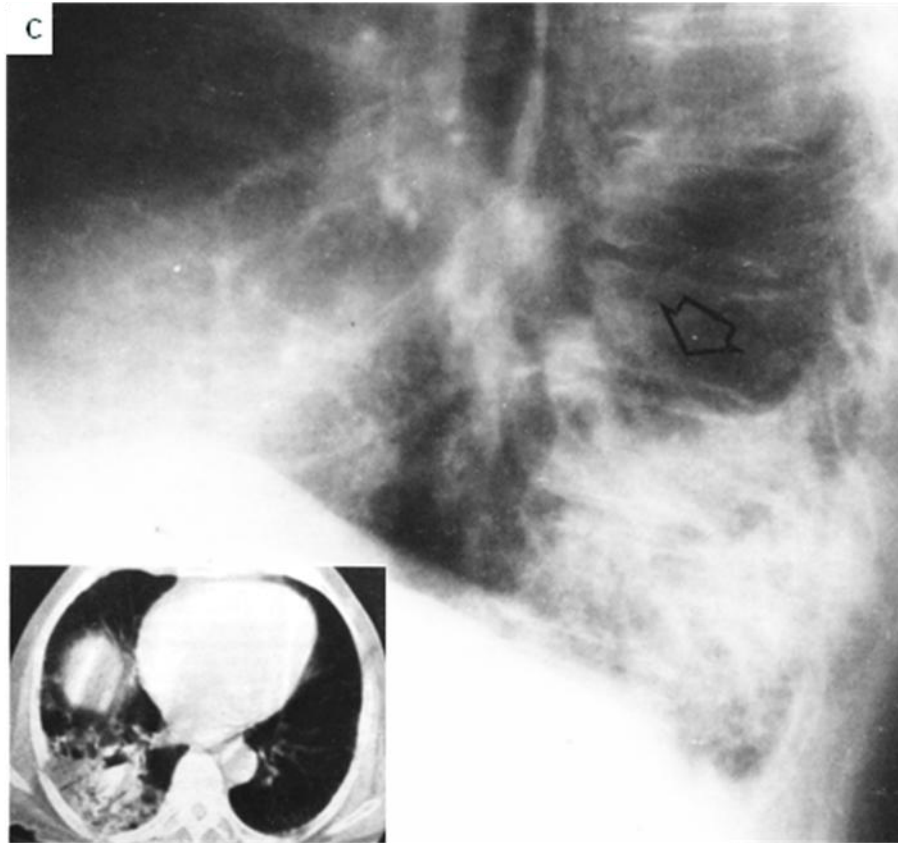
78. C. Proyección lateral de tórax, paciente con carcinoma broncoalveolar. La lesión produce borramiento del tercio posterior del hemidiafragma derecho y causa aumento de la densidad de las dos vértebras más inferiores. En el recuadro corte de TC sobre el lóbulo inferior derecho, la consolidación tiene broncograma aéreo.
